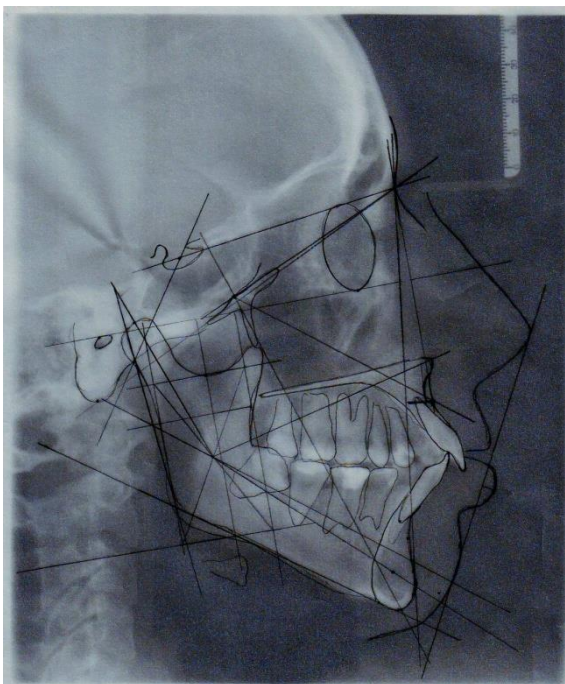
Пациент В., телерентгенограмма, до лечения.
